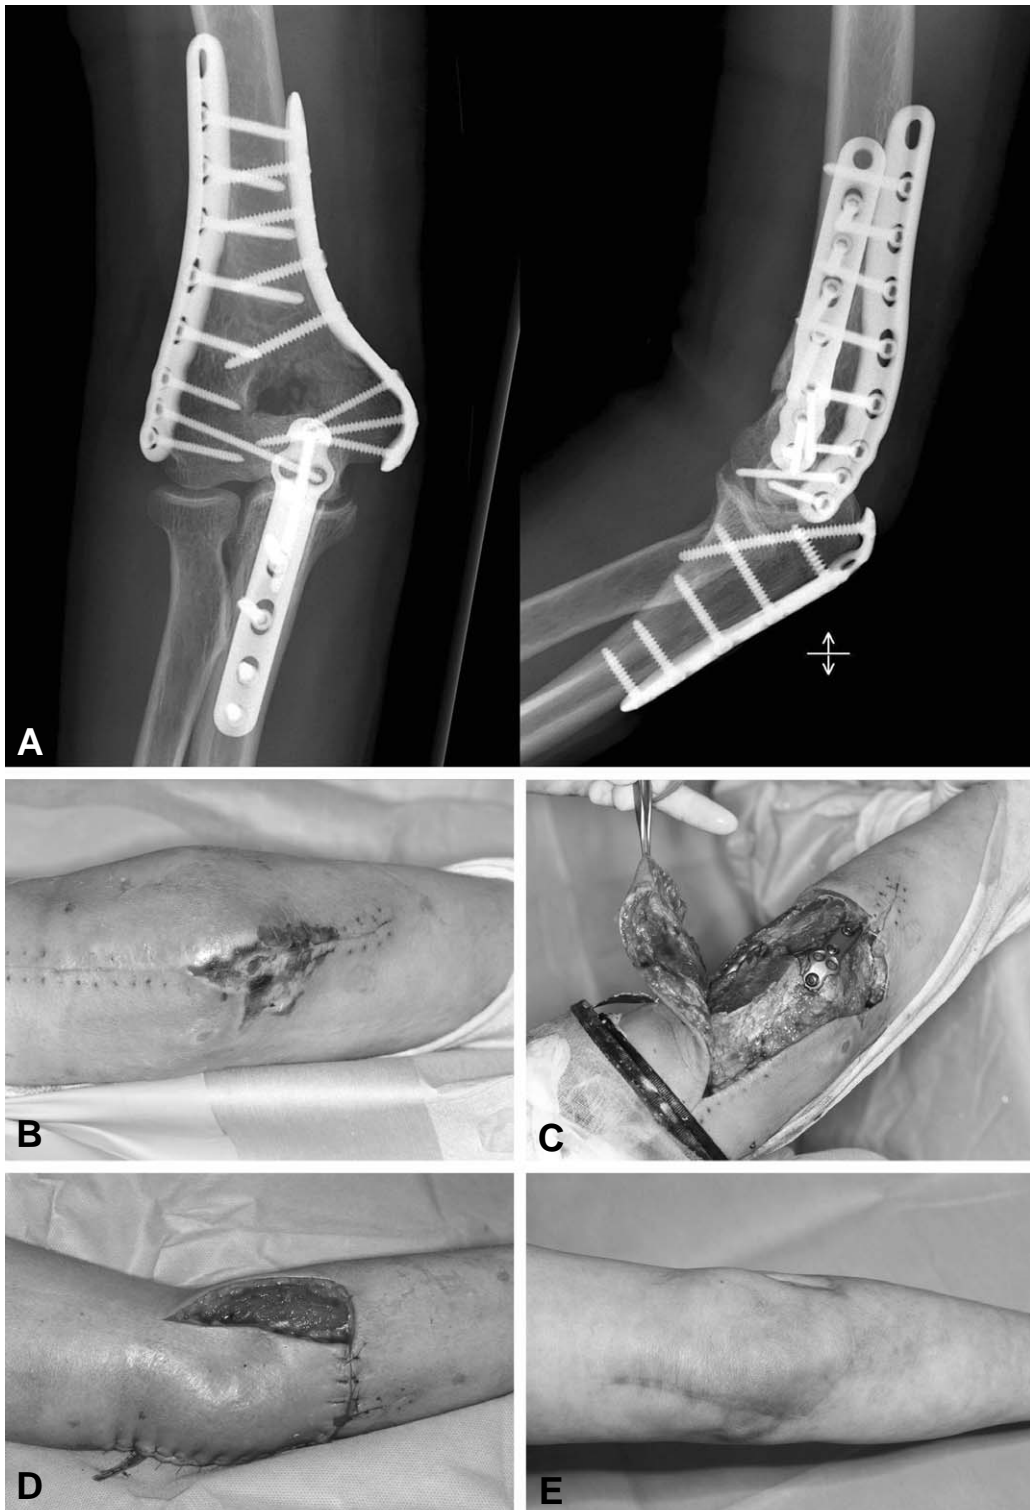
(A) Radiographs of a 53-year-old woman with transcondylar fracture of humerus after internal fixation using plates & screws. (B) Soft tissue defect on post. aspect of elbow with exposed hardware. (C) Debridement and flap elevation. (D) Transpositional lateral arm flap in place. Donor defect was covered with split-thickness skin graft. (E) Results 8 months after surgery.
